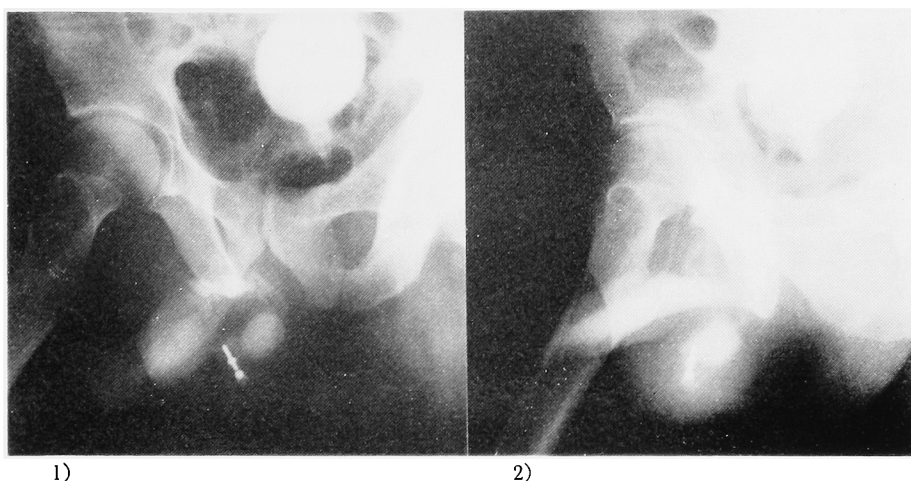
b. 術後6週目のX線像 1) 自然の状態 2) 勃起させた状態
